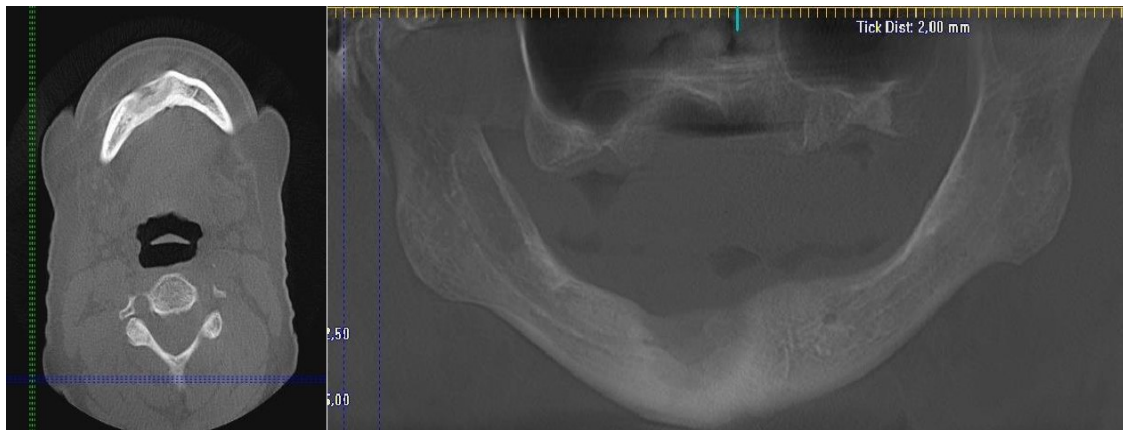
Radiografia panorâmica aos 30 dias de pós-operatório evidenciando área de defeito ósseo após debridamento cirúrgico.
